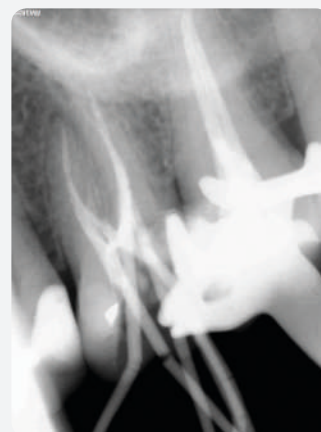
Radiografía de conometría.
